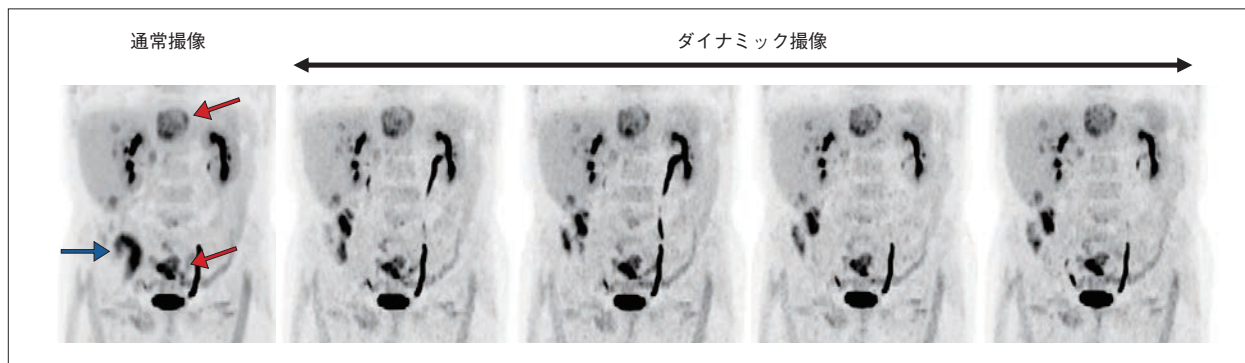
直腸がん肝転移症例の腹部ダイナミックPET
